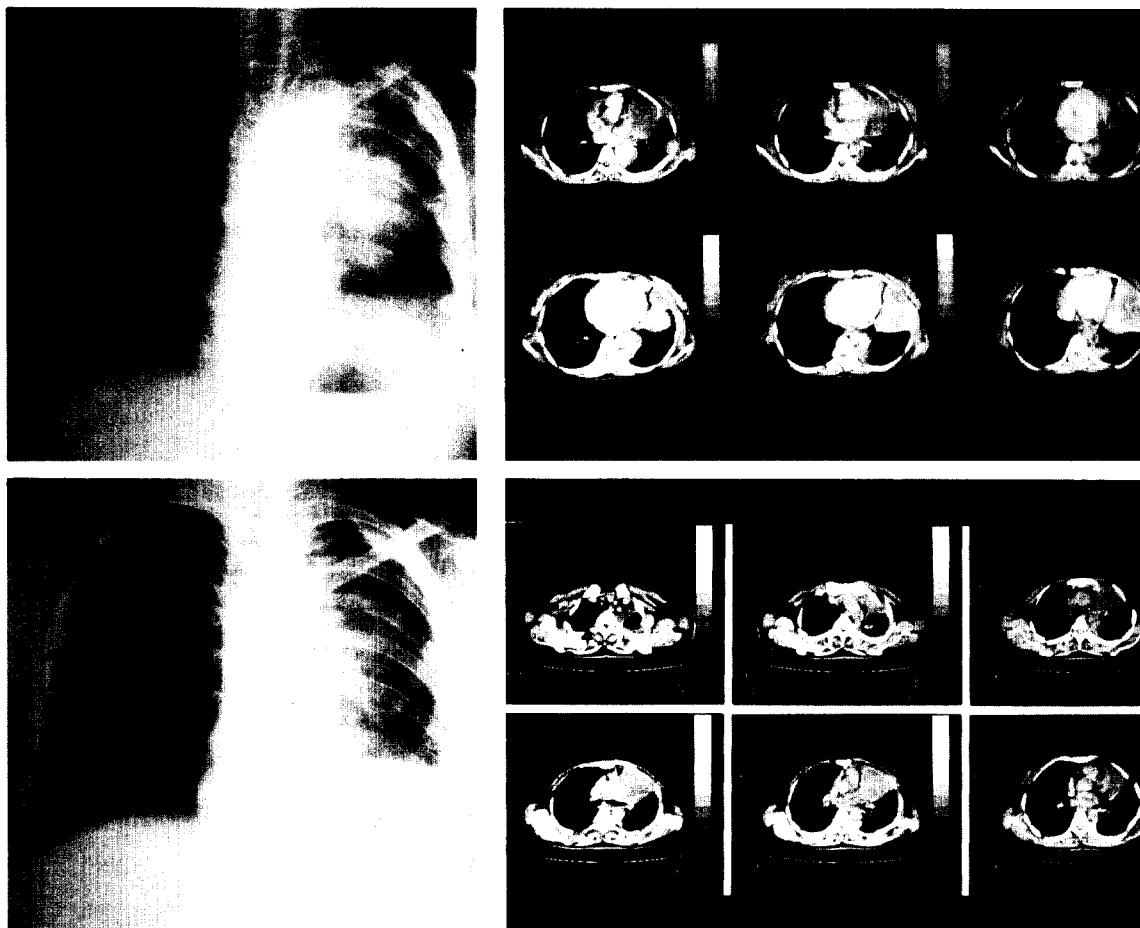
방사선 치료 전후 단순 흉부 촬영 및 전산화 단층 촬영 사진. 재발된 종괴의 감소가 보인다.
